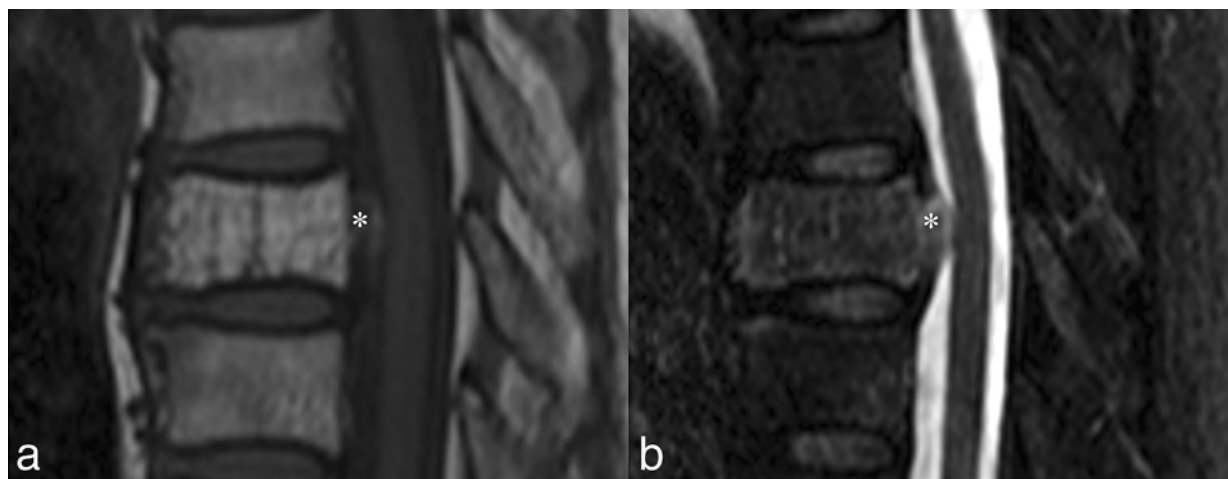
(a ;b) : HV agressif touchant le corps vertébral T8 chez une femme de 42 ans présentant des douleurs lombaires. (a) IRM rachidienne coupe sagittale T1 pondérée et l'image (b) pondérée en T2 saturée de graisse montrent une lésion en hypersignal concernant tout le corps vertébral, s'étendant dans l'espace épidural antérieur (astérisque sur a et b)[8].
